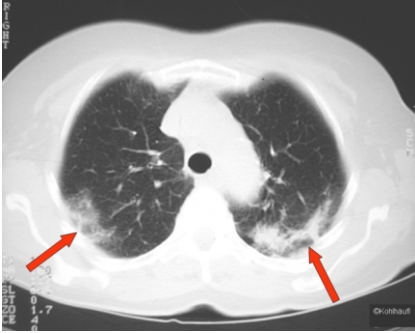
Computertomographie des Thorax vor Therapie: Peripher gelegene, vorzugsweise im Bereich der Oberlappen erkennbare Infiltrationen (Pfeile).
